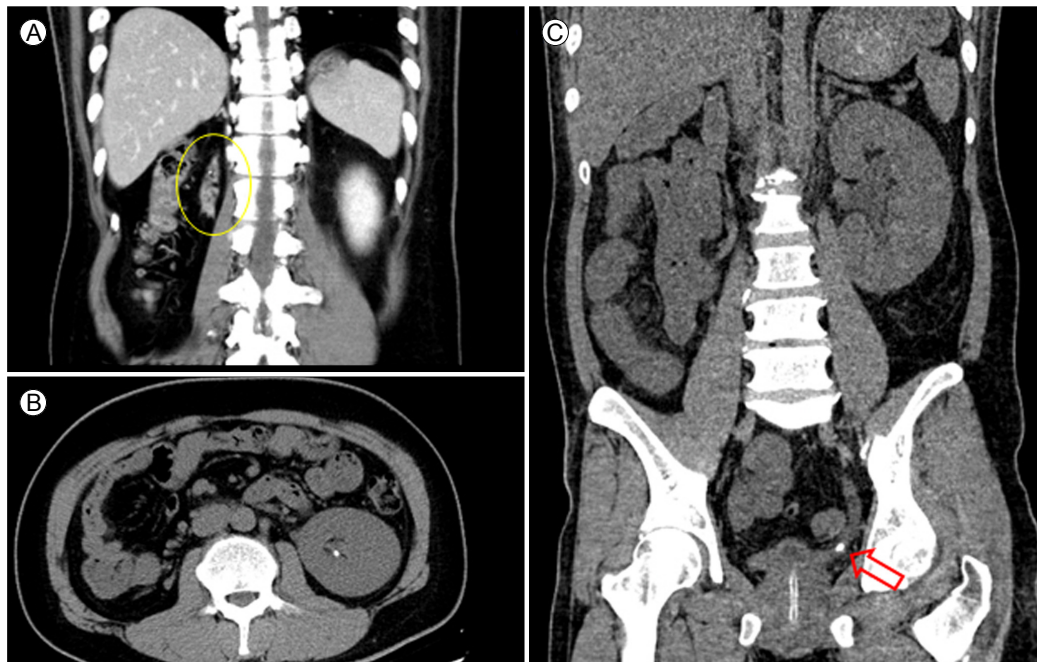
(A, B) Abdominal CT performed 3 months prior to presentation. (A) Right kidney appears severely atrophic (circle). (B) A tiny stone was observed in the left kidney. (C) Abdominopelvic CT performed in the emergency department showing a 6 mm stone (arrow) in the far distal left ureter with upstream hydronephrosis. CT, computed tomography.
